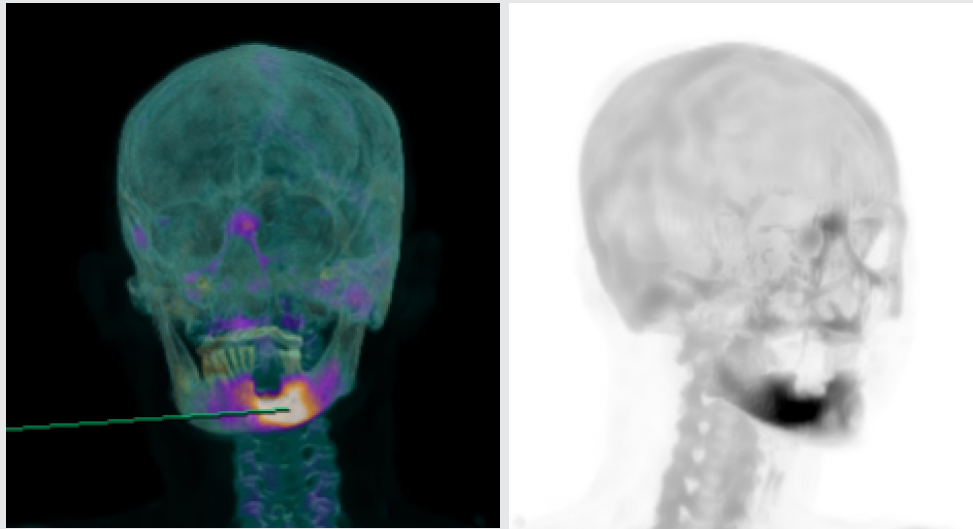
Possible to identify the affected bone with jaw bone necrosis through 3D SPECT CT.
